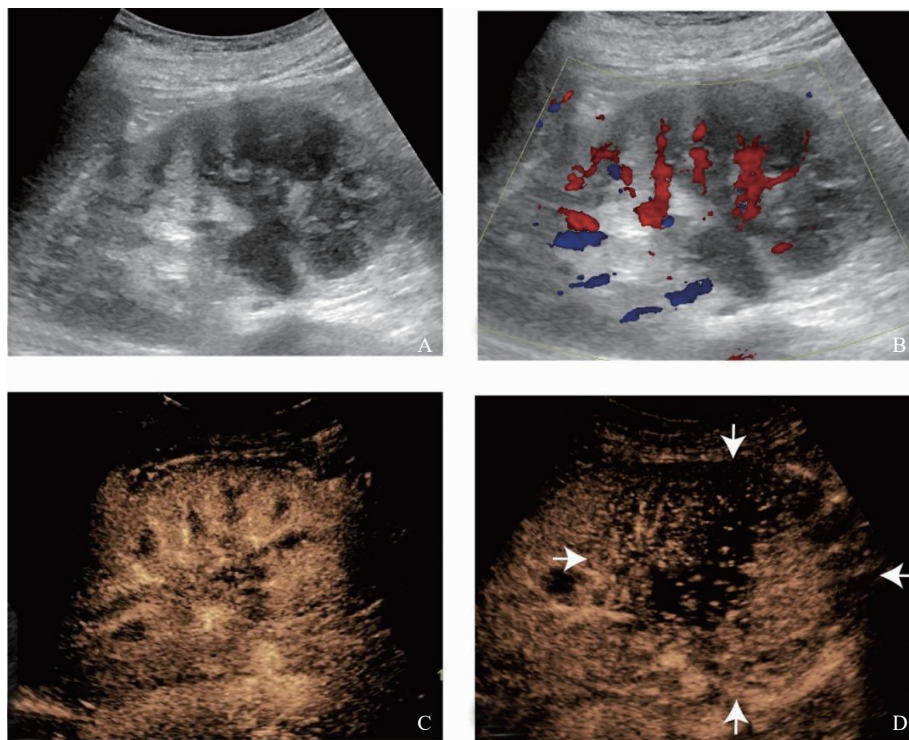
典型病例2(患者, 男性, 80岁, 左肾CDC)超声声像图
